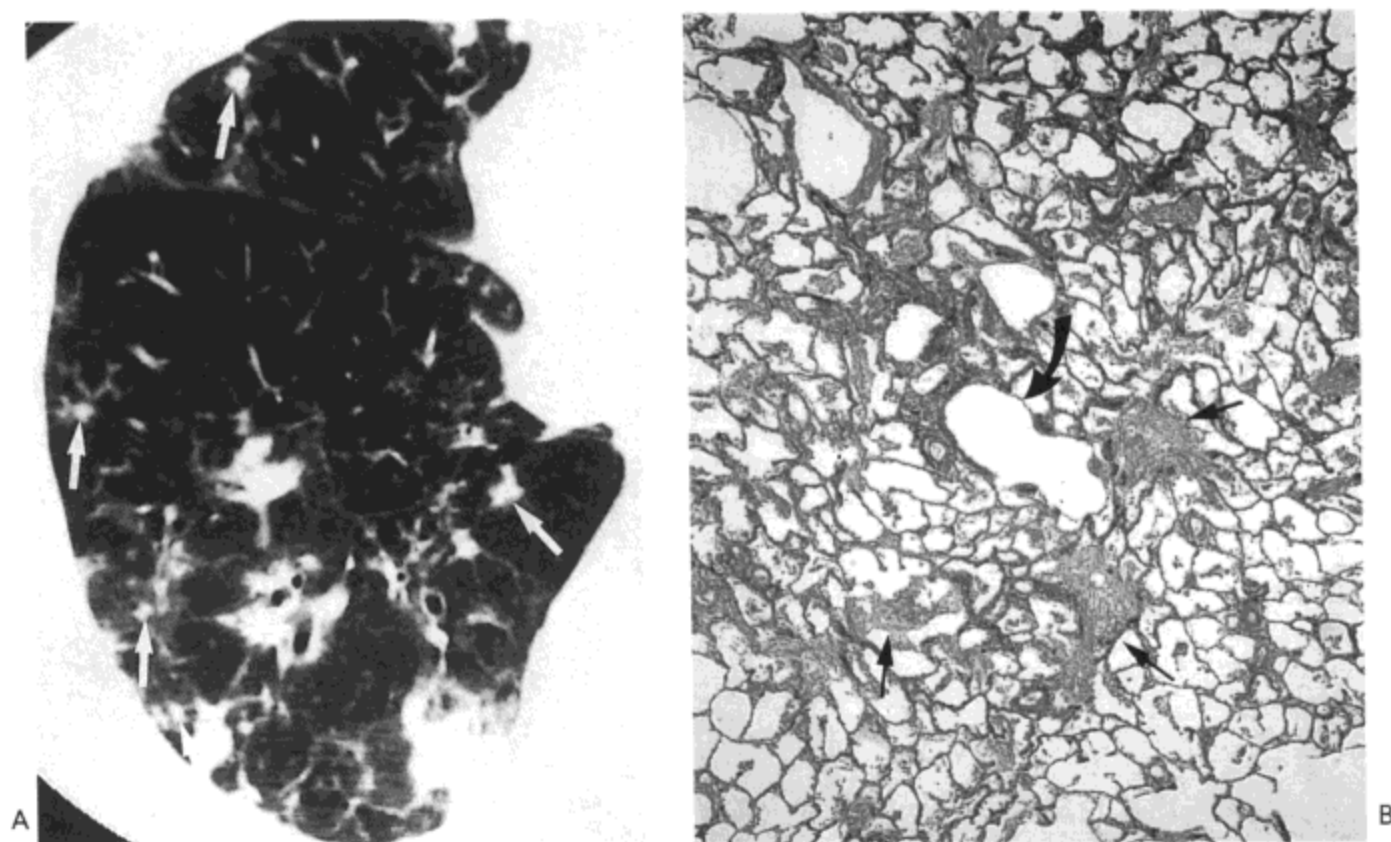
特发性闭塞性细支气管炎伴机化性肺炎。A: 高分辨率CT影像示小叶中心性结节(箭号)与支气管周围及胸膜下的实变区。B: 光镜显微照像示一膜性细支气管(弯箭号)旁数个呼吸性细支气管(直箭号)腔内的成纤维组织灶(elastica van Gieson染色)。余肺实质相对无受累。病人为一55岁女性。
